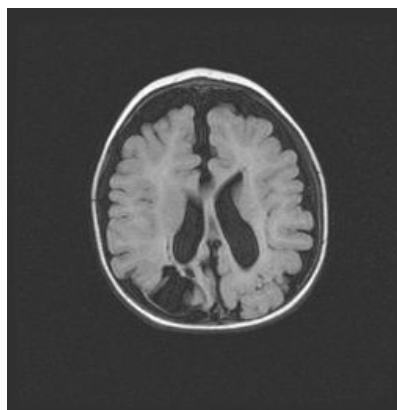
Агенетическая киста правой теменной области. МРТ в режиме FLAIR
